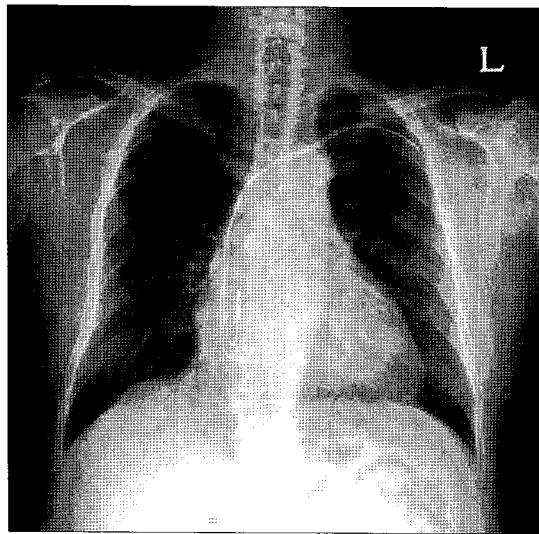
Preoperative chest radiography. This shows a pacing wire (from the left subclavian vein to the right atrial appendage and the right ventricular apex).
